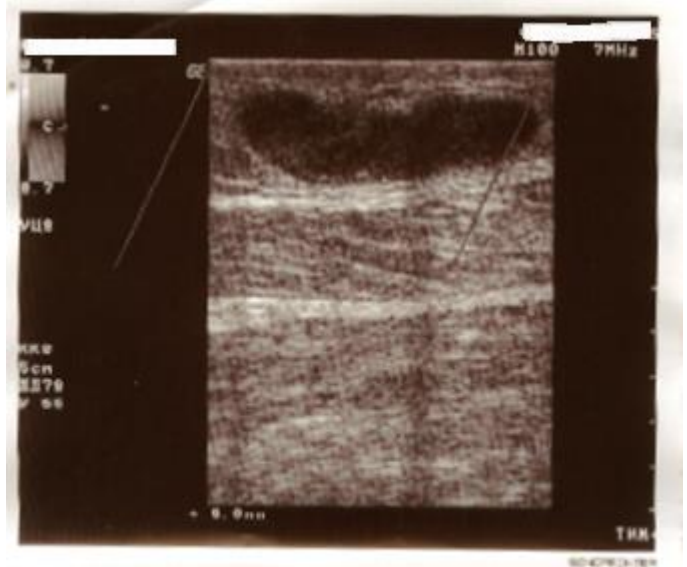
УЗИ БПВ в области тромбоза – 2D режим (день скрининга).
